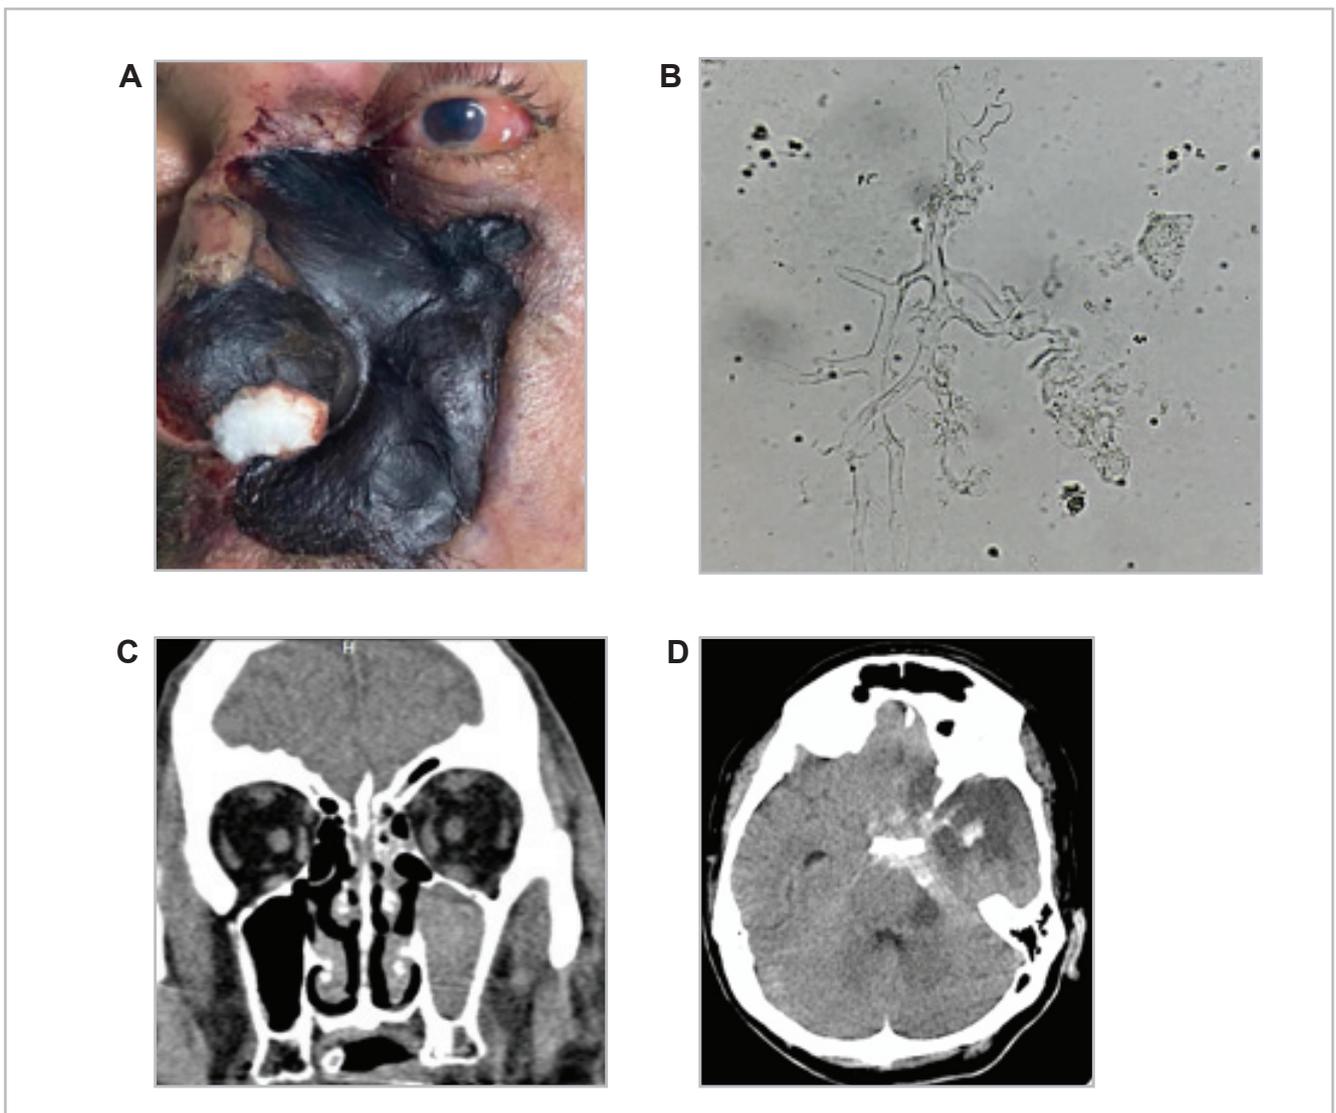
Paciente 2. A: lesión necrótica negra que compromete nariz, mejilla y región periorbitaria medial izquierda, oftalmoplejía izquierda. B: examen directo con hisopado nasal con KOH (40x): hifas cenocíticas ramificadas, compatible con un mucoral. C: TC de senos paranasales: inflamación sinusal predominantemente etmoidomaxilar izquierda. D: TC de cráneo simple: transformación hemorrágica de isquemia aguda frontotemporal izquierda en territorio de la arteria cerebral media con hemorragia subaracnoidea en cisternas basales y en cisura de Silvio, del lado izquierdo
